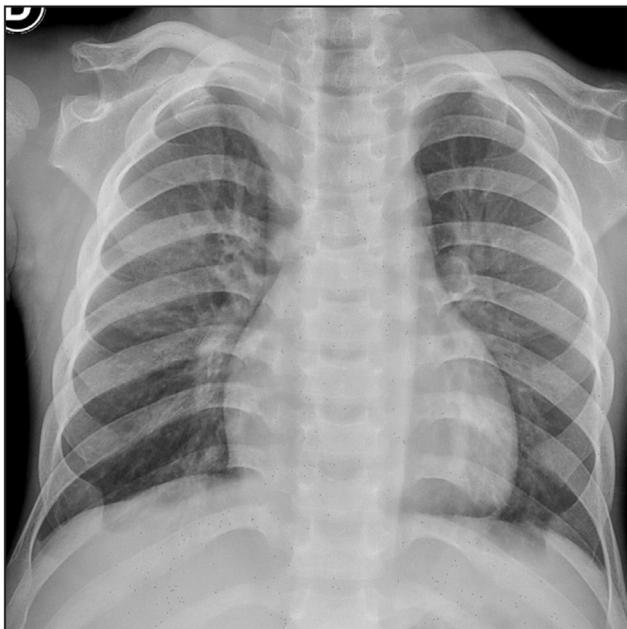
Radiografia frontal de tórax: tórax pequeno e curto
